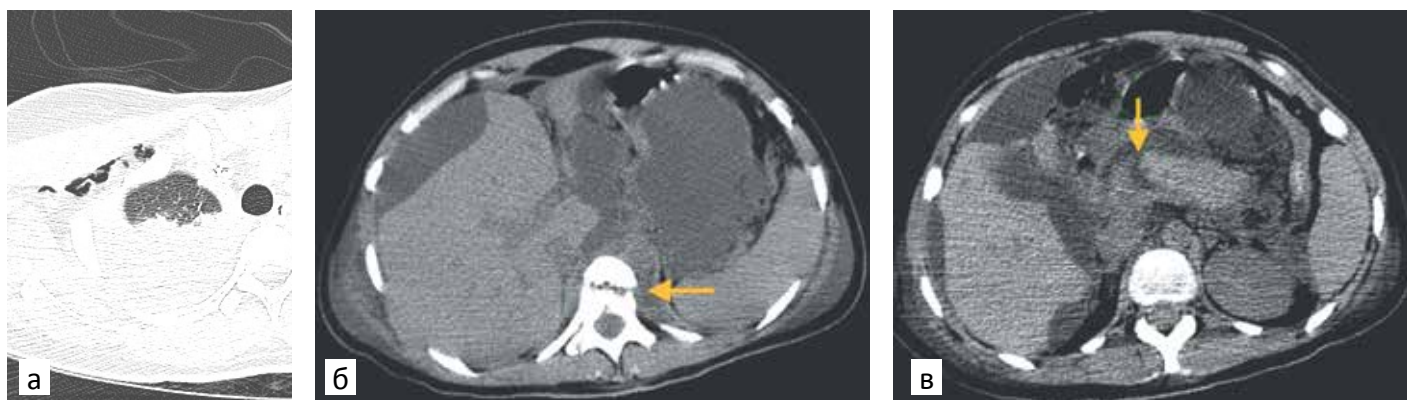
Сочетанная торакоабдоминальная травма с повреждением позвоночника, легких и поджелудочной железы. Аксиальные компьютерные томограммы: а – эмфизема мягких тканей грудной стенки справа, гидроторакс и зоны ушиба легких; б – перелом тела ТН11 позвонка (стрелка), скопление значительного количества жидкости вокруг печени и в малом сальнике (панкреатический асцит); в – на фоне излившейся в брюшную полость панкреатической жидкости отчетливо визуализируется поперечный субтотальный разрыв тела поджелудочной железы (стрелка). По результатам КТ определено ведущее повреждение – разрыв тела поджелудочной железы, которое требует неотложных лечебных мероприятий. Лечение перелома грудного позвонка и ушиба легкого имеет второстепенное значение.
